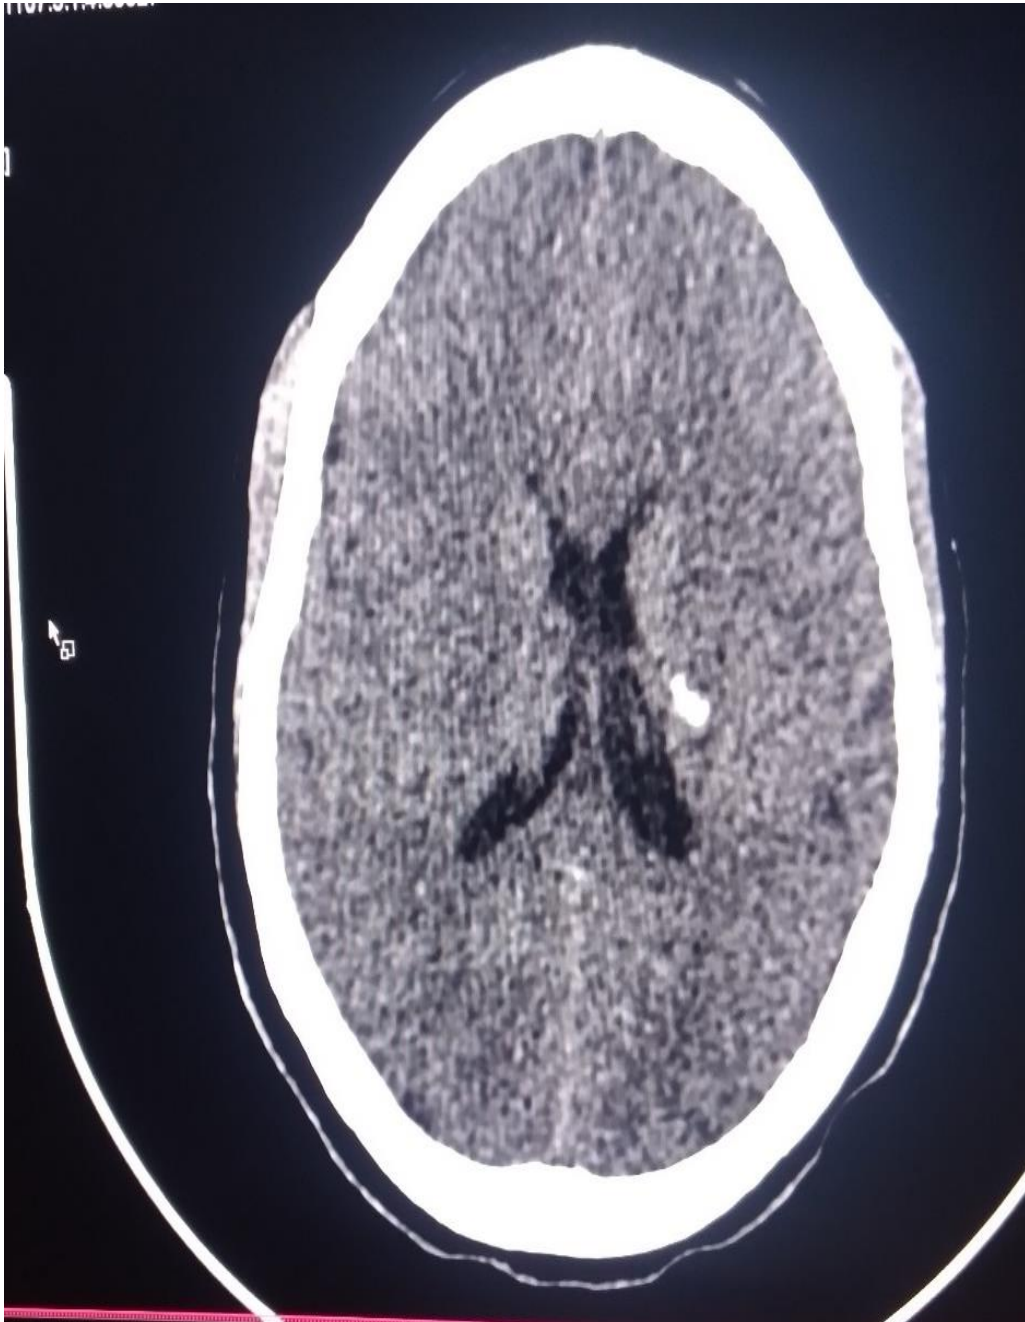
TDM cérébrale de madame FC, 24 ans
